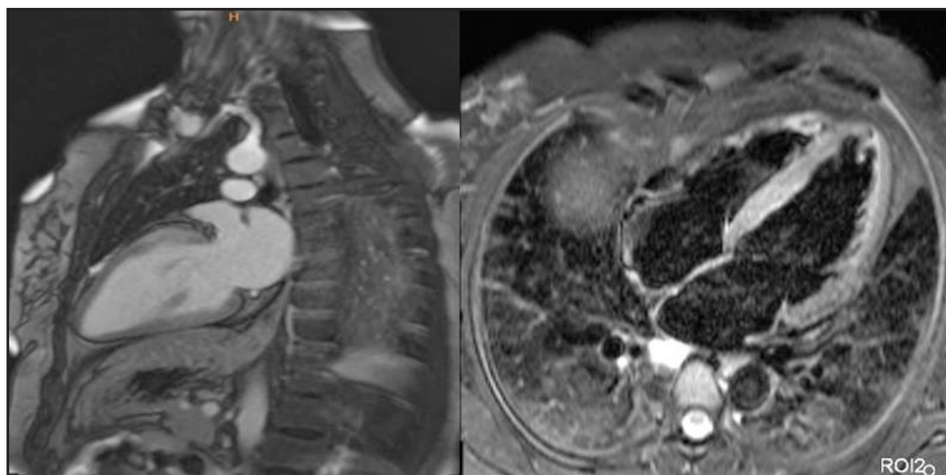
МРТ сердца с гадолинием (описание в тексте).
